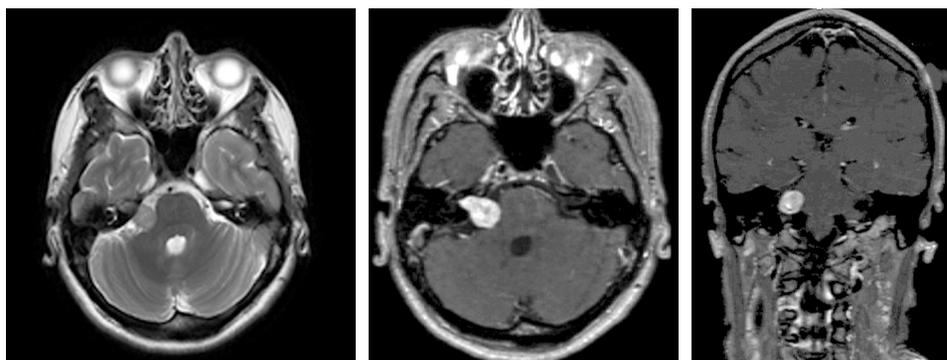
Пациентка Y. МРТ T2 ВИ с контрастным усилением. Опухоль в области правого мостомозжечкового угла.
